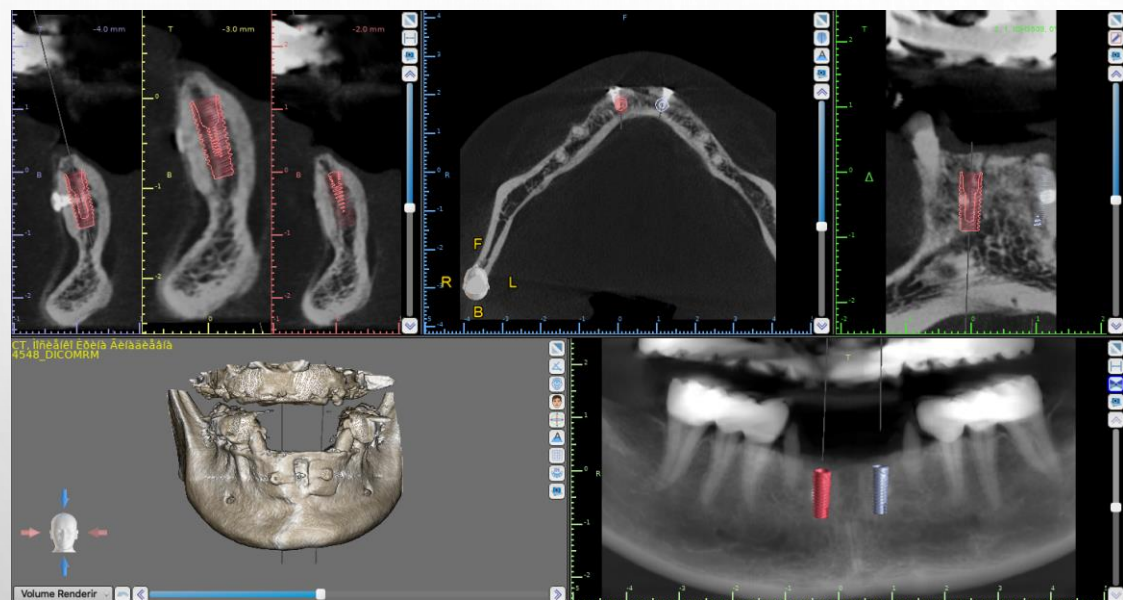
Стан кісткової тканини на КТ зрізах в ділянці зубів 42, 32 дозволяє позиціонувати дентальні імплантати.
